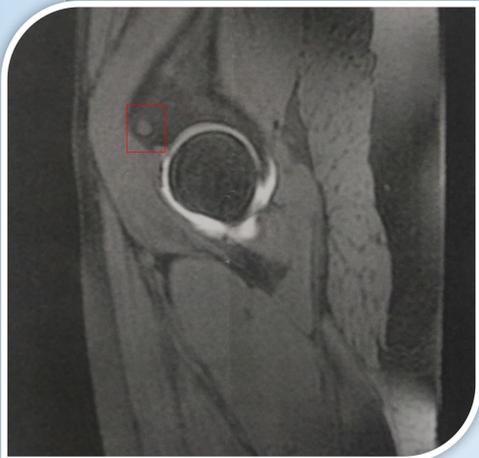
Estudio de resonancia magnética de cadera izquierda
